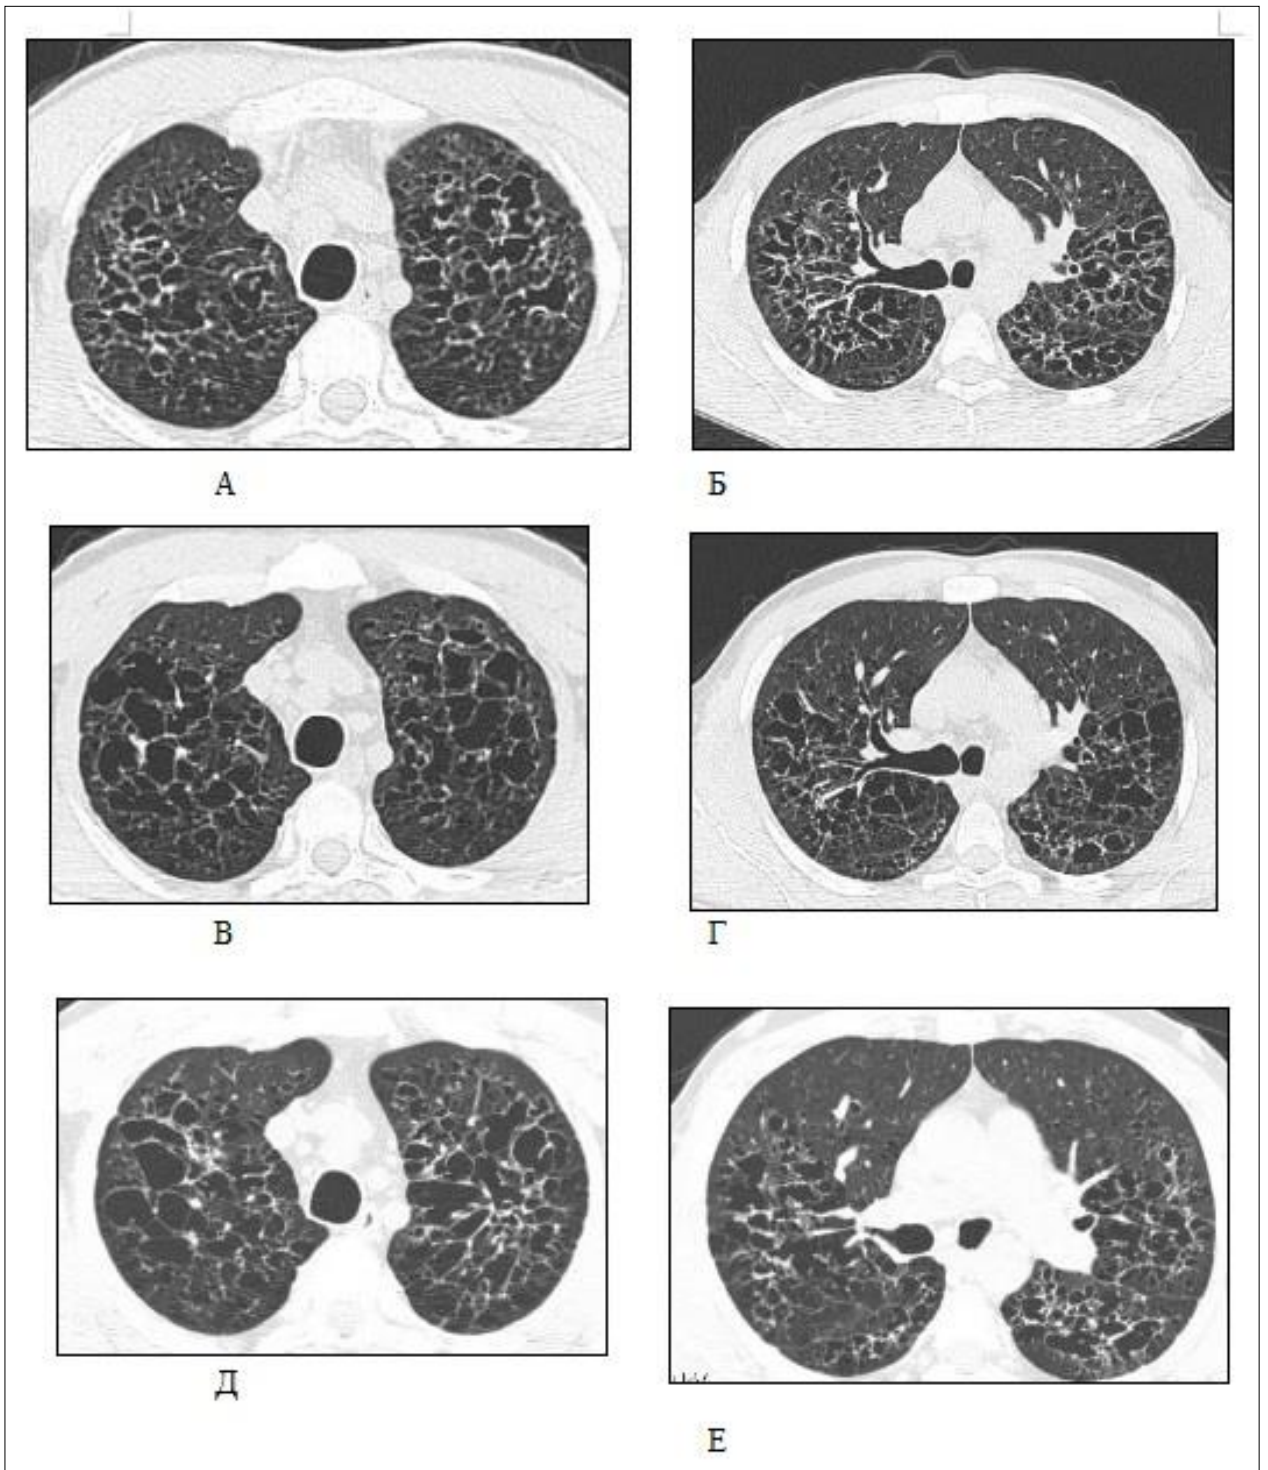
Компьютерные томограммы больного Б., 1979 года рождения в 2012 (а, б), в 2013 (в, г) и в 2014 годах (д, е). Отмечается выраженная кистозная перестройка легочной ткани, пневмофиброз, отдельные мелкие очаги. Существенной динамики за этот временной промежуток на фоне проводимого лечения не определяется
